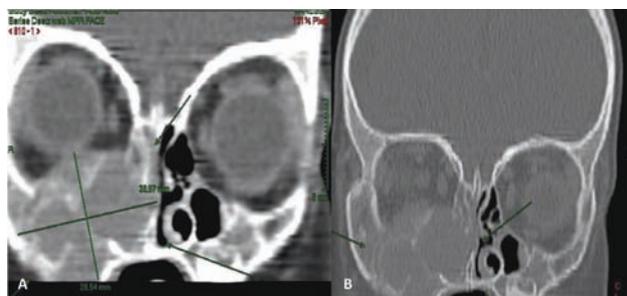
Imagens de TC mostrando lesão expansiva sólida em maxila direita (setas verdes)
